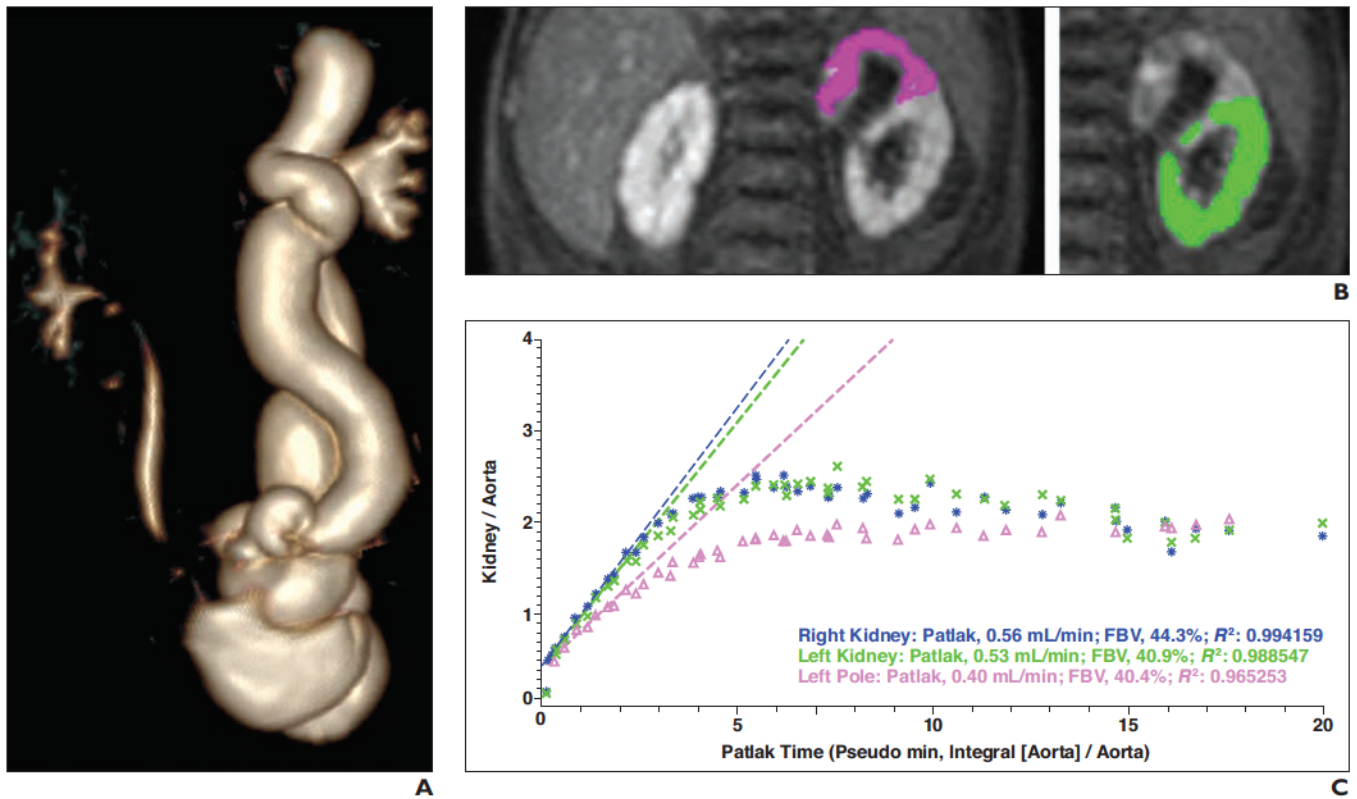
4-month-old boy with left duplex kidney, ureterovesical junction obstruction, and third-degree pelvicalyceal dilation of upper moiety. A–D, Functional MR urography (MRU) was performed. Volume-rendered 3D maximum-intensity-projection image (A) was reformatted from coronal contrast-enhanced T1-weighted volumetric interpolated breath-hold examination obtained in excretory phase. Functional MRU images (B) show half-automated segmentation of duplex kidney with color overlays for upper (*pink*, *left*) and lower moiety (*green*, *right*). For Patlak curves (C), split renal function is automatically calculated out of these plots using linear regression (FBV = fractional blood volume). Relevant parameters of functional MRU calculated for each kidney or moiety are shown (D). E–G, Patient also underwent ^{99m}Tc-mercaptoacetyltriglycine scintigraphy. ROIs are shown for right kidney (*green*, E) and left kidney (*red*, E) and for upper moiety (*red*, F) and lower moiety (*green*, F) of left-sided duplex kidney. Relevant parameters were calculated for each kidney and moiety (G). In this patient, cutaneous ureterostomy was performed of left upper ureter to relieve urinary tract obstruction and secondary ureterocystostomy after 3 months.
